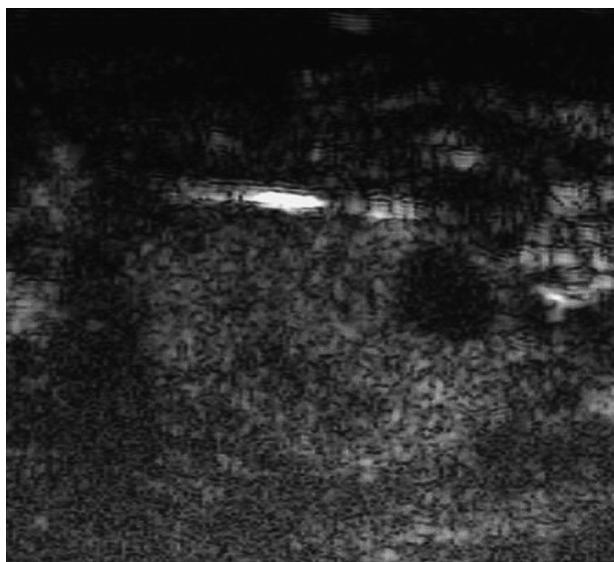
Ecografía axilar tras administrar ecopotenciador. Punción selectiva de la zona sospechosa.
